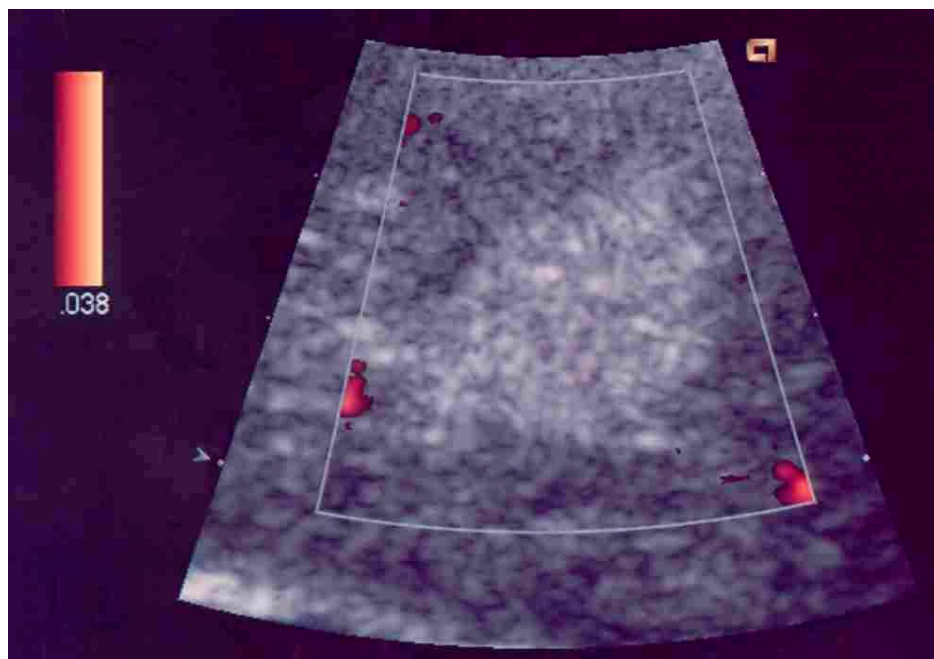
Power-Doppler: Kein Flußsignal im Bereich der Raumforderung
